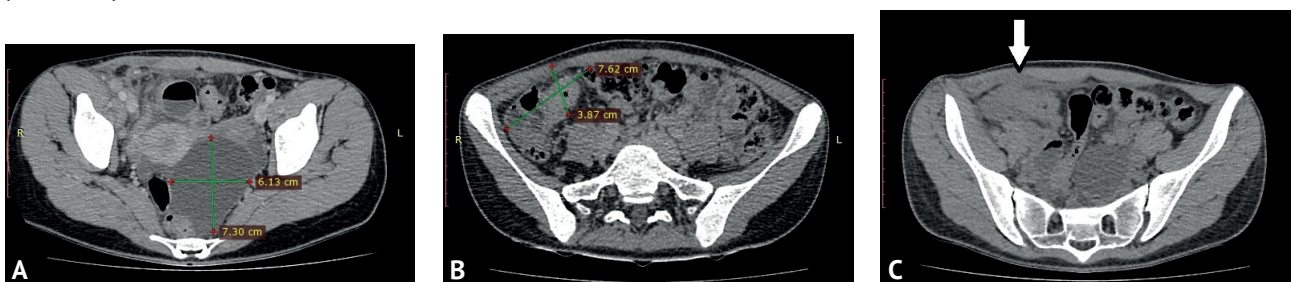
Компьютерные томограммы малого таза пациентки на различных уровнях: А – отмечены размеры параовариальной кисты слева; В – представлены размеры инфильтрата правой подвздошной ямки; С – белой стрелкой указано место деформации (деструкции) тканей передней брюшной стенки в зоне контакта с инфильтратом
